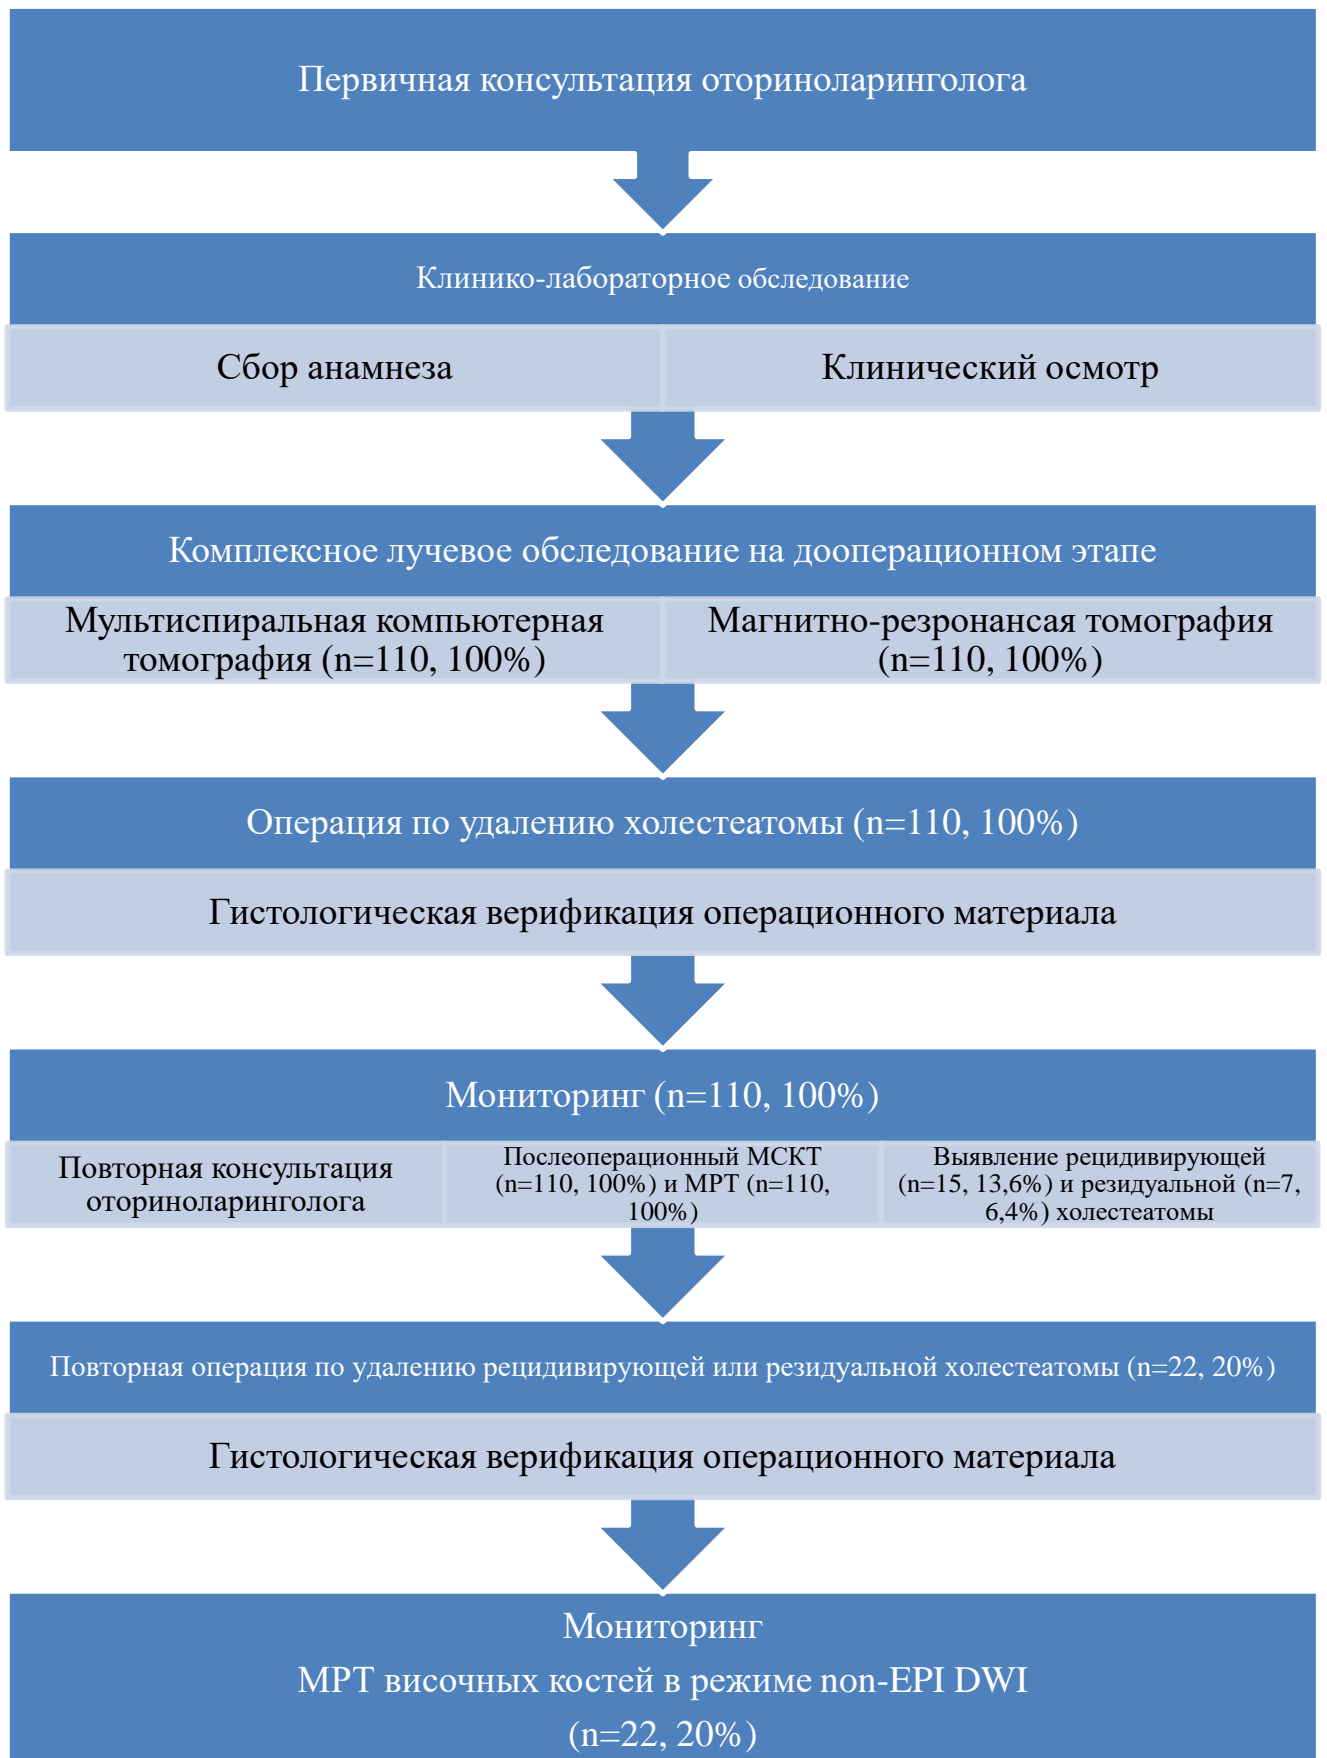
Схема обследования пациентов с применением МСКТ и режима non-EPI DWI на МРТ височных костей на до- и пооперационном этапах
